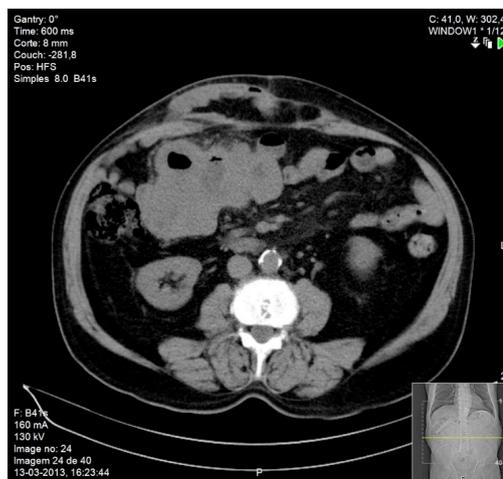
Tomografia computadorizada com contraste EV, demonstrando a lesão descrita com uma dimensão de cerca de 12 cm de maior eixo e envolvendo ansas de delgado
